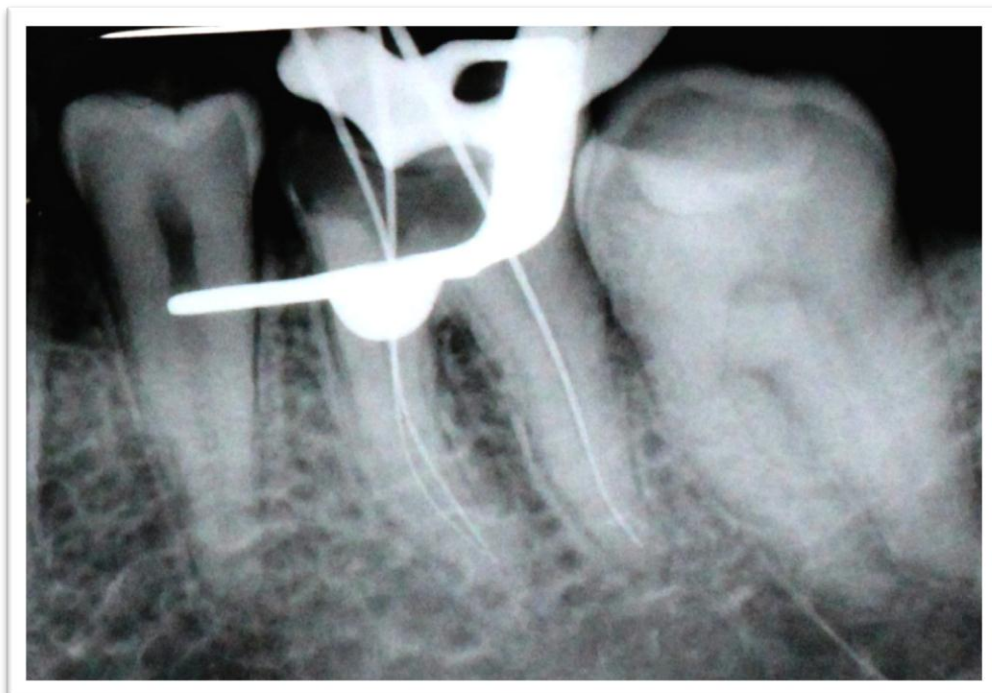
Radiografia de confirmação da Odontometria eletrônica.
